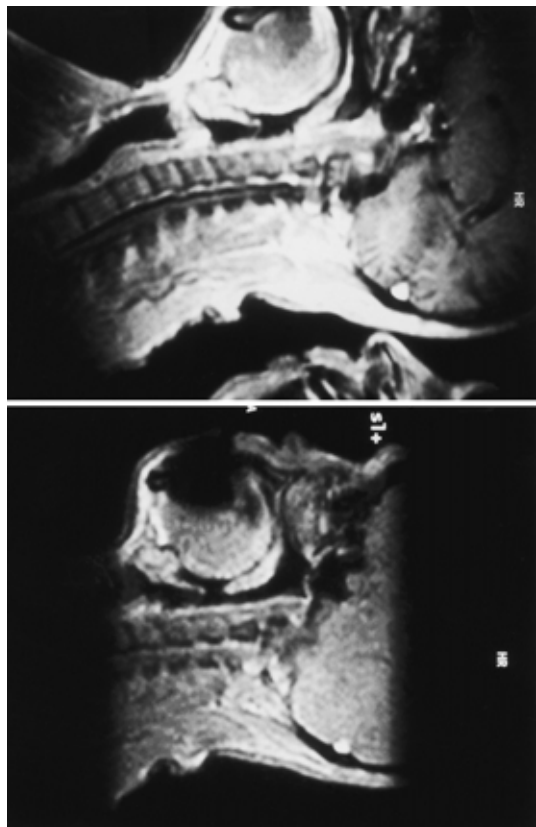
Changes in ultrafast MRI findings during sleep between conditions with and without an oral appliance (sagittal image) Obvious obstruction at the velopharynx was shown on the finding without the oral appliance, and disappearance of the obstruction was recognized when the appliance was not used.
